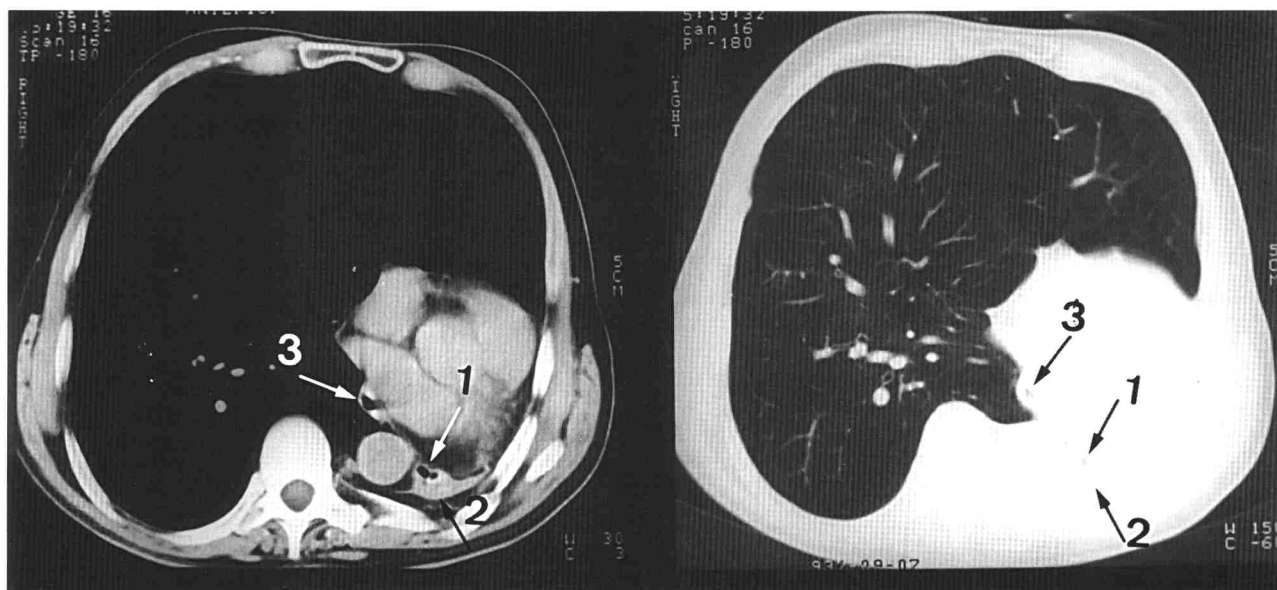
Tomografía computarizada torácica que muestra herniación del pulmón sano, persistencia del bronquio (1) junto con un rudimento de pulmón (2) e imagen aérea que corresponde a aire esofágico (3).
